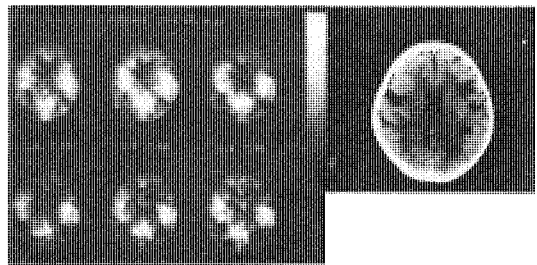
図 PET 像 (OM 上57.5mm) CT 像
